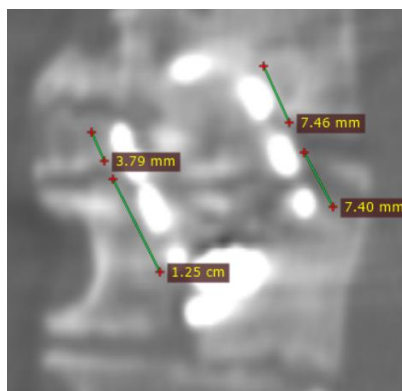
Пример исходных данных для расчета заглубления кейджа. Заглубление в тело вышележащего позвонка составляет $(7,46 + 3,79) / 2 = 5,625$ мм = 0,5625 см, нижележащего $(12,5 + 7,4) / 2 = 9,95$ мм = 0,995 мм. КТ-изображение и данные измерения получены с помощью встроенных функций ПО RadiANT DICOM Viewer.
